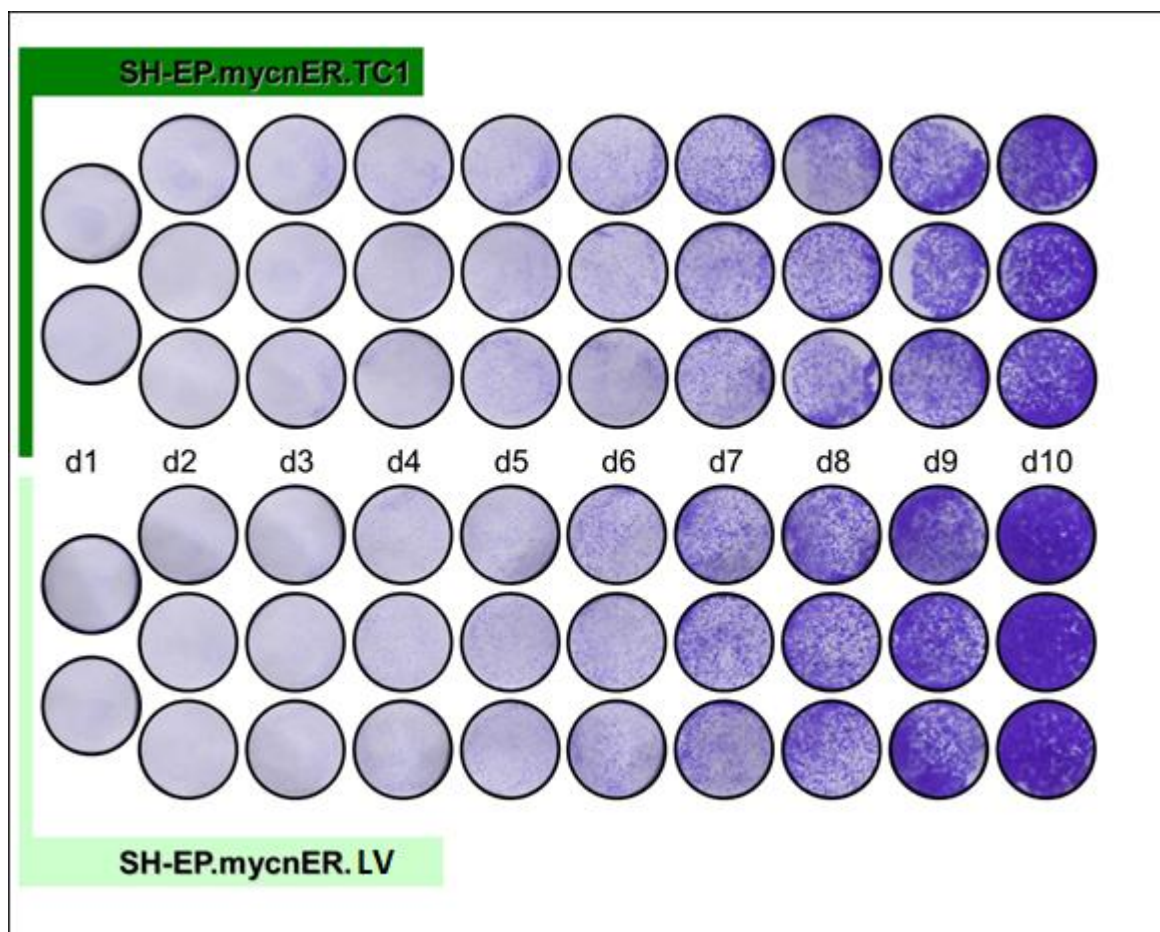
Darstellung des Wachstums der TC1 Überexpressionszelllinie mit späterem Erreichen der Konfluenz im Vergleich zur Leervektorkontrolle. Färbungen mit Kristallviolett innerhalb von zehn Tagen.
